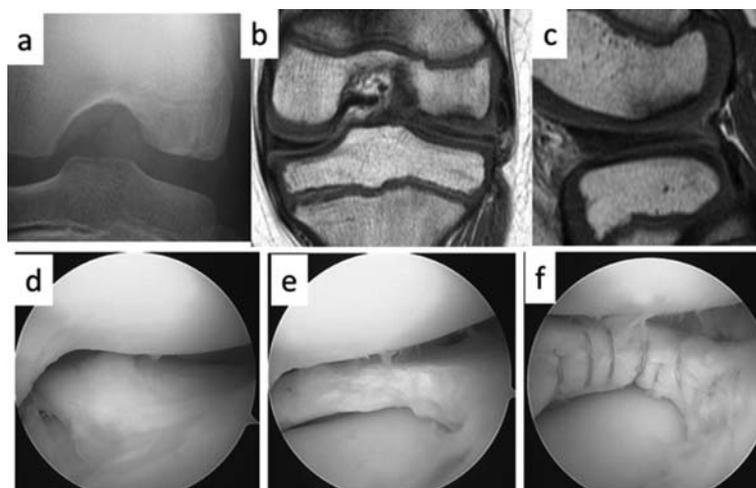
初回手術後 3 ヶ月 X 線(a), MRI (b, c)と 2 回目術中所見(d,e,f).
